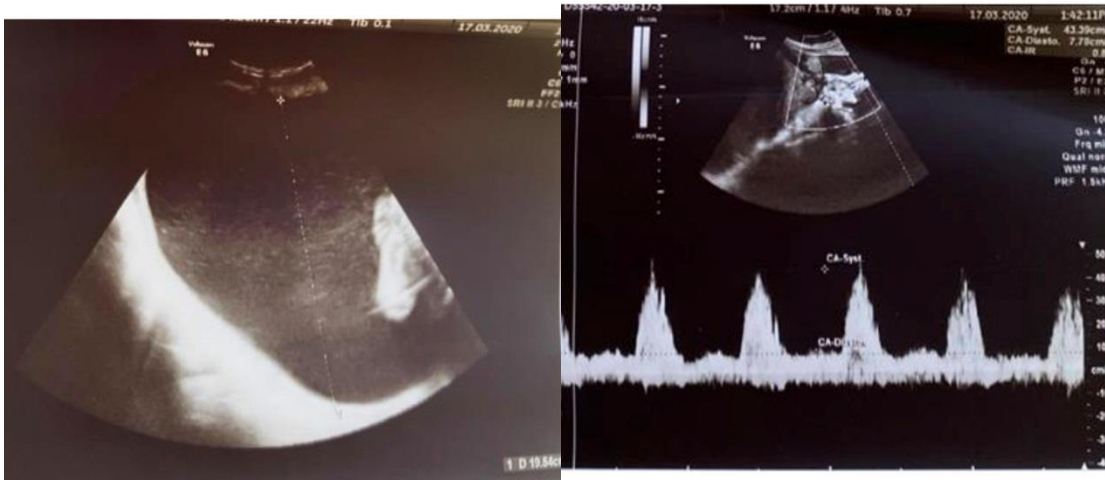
Aspect de l'hydramnios du jumeau transfusé Figure 2: Aspect du doppler utérin pathologique avec Notch
